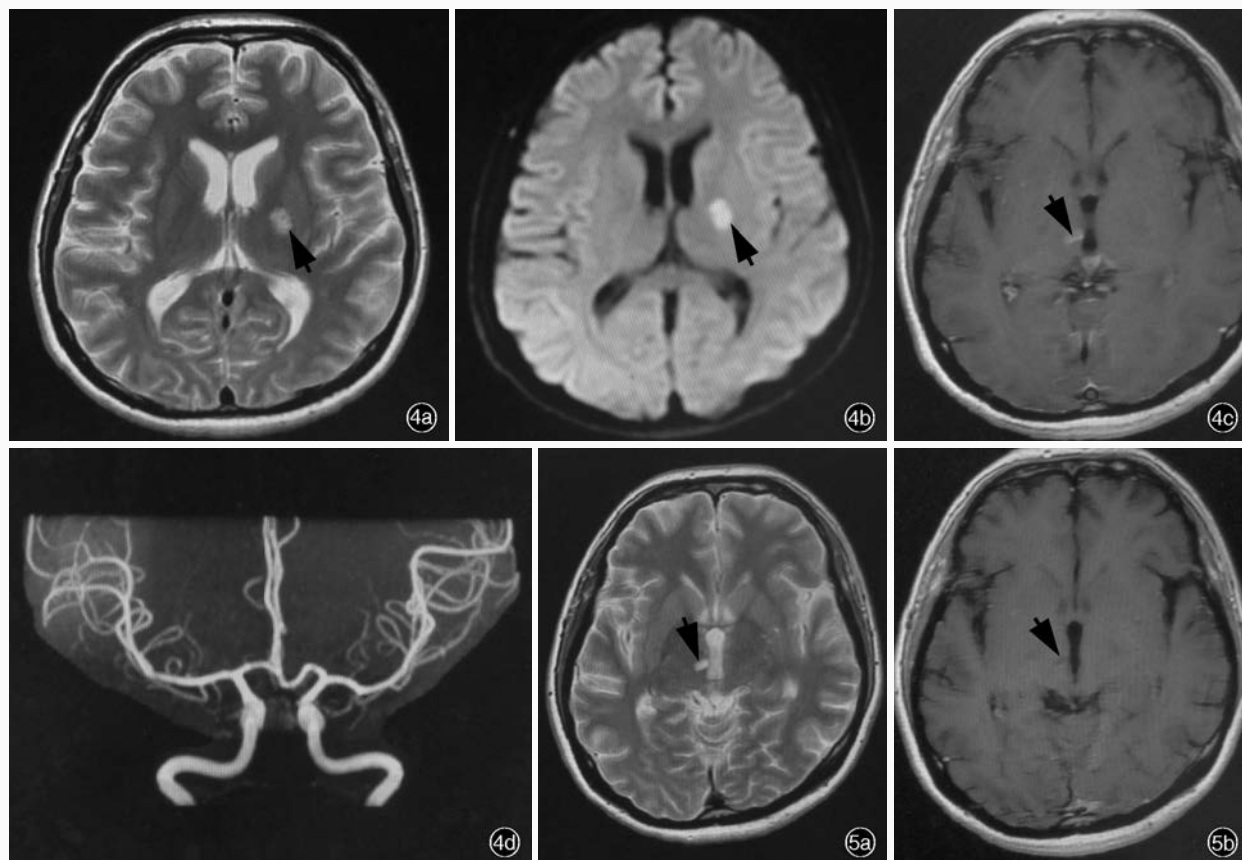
再次发病后持续右侧肢体肌力减弱第 8 天时头部影像学检查所见 4a 横断面 T₂WI 扫描可见左侧内囊后肢稍高信号(箭头所示) 4b 横断面 DWI 序列显示左侧内囊后肢异常高信号(箭头所示) 4c 横断面 T₁WI 增强扫描可见右侧丘脑异常强化信号(箭头所示) 4d MRA 检查未见明显异常 图 5 经两性霉素 B 和 5-氟胞嘧啶连续治疗 27 天后头部 MRI 检查所见 5a 横断面 T₂WI 扫描显示右侧丘脑陈旧性病变(箭头所示) 5b 横断面 T₁WI 增强扫描显示基底节异常强化病灶消失(箭头所示)
